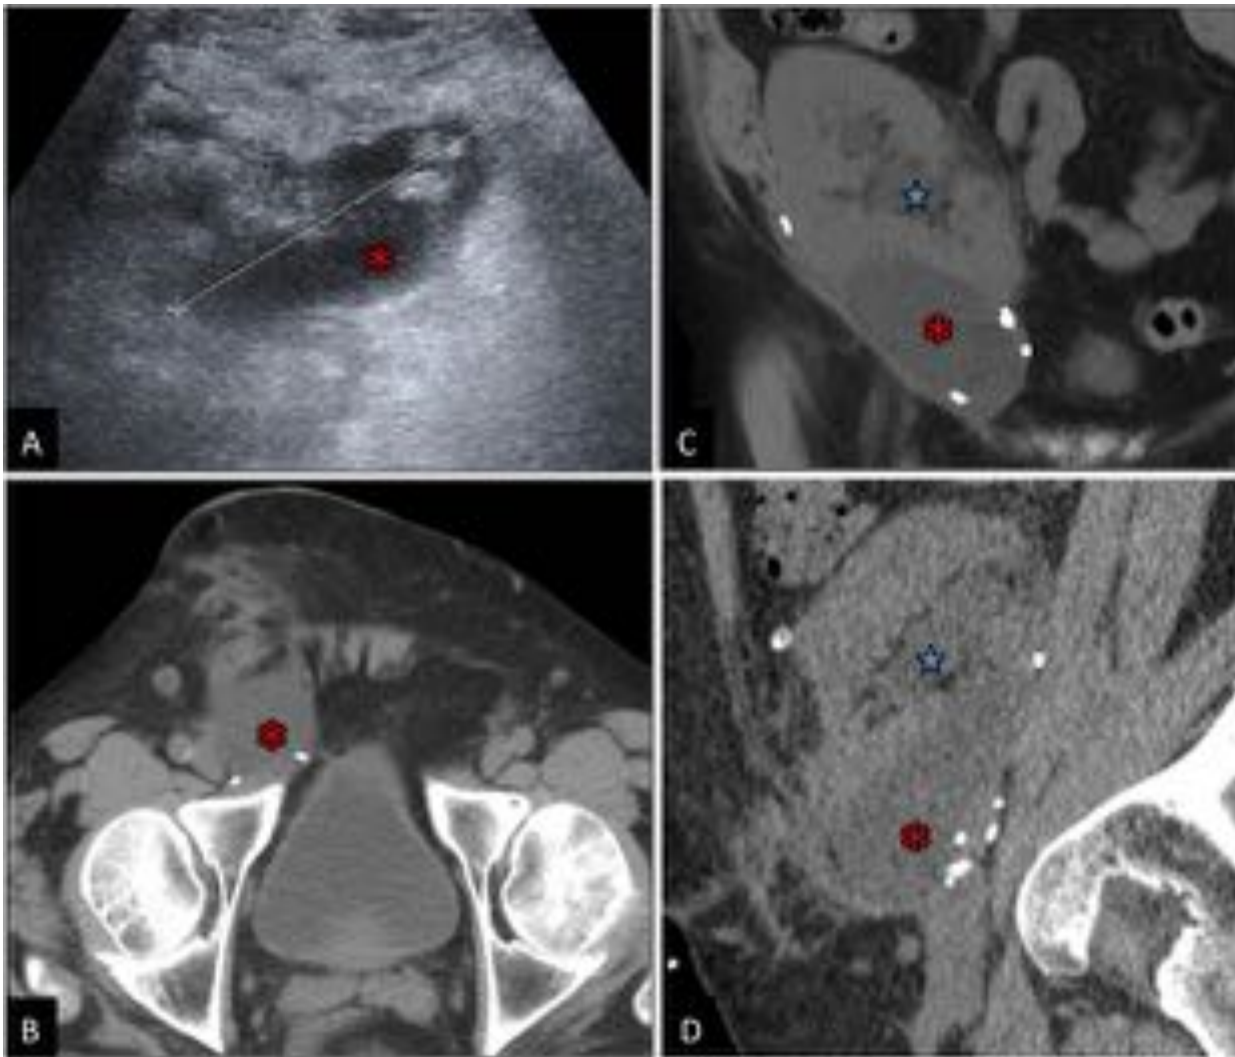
Linfocele. Ecografía (A), TC abdominopélvico sin contraste i.v. (B), reconstrucción MPR en plano coronal (C) y en plano sagital (D). Se observa una colección líquida hipodensa, homogénea y de bordes bien definidos, que está en íntima relación con el polo renal inferior al cual comprime y rechaza superiormente. Condiciona compresión de la vena iliaca externa y del sistema colector con dilatación pielocalicial secundaria. Asterisco rojo = linfocele; estrella azul = cálices dilatados.
